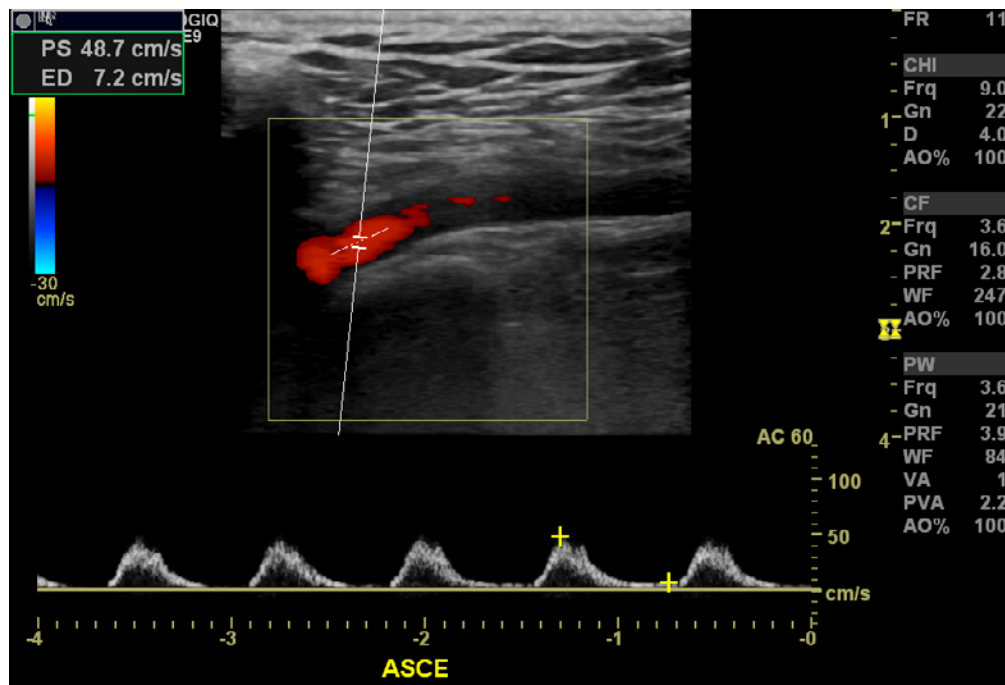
Doppler pulsado da artéria subclávia esquerda
